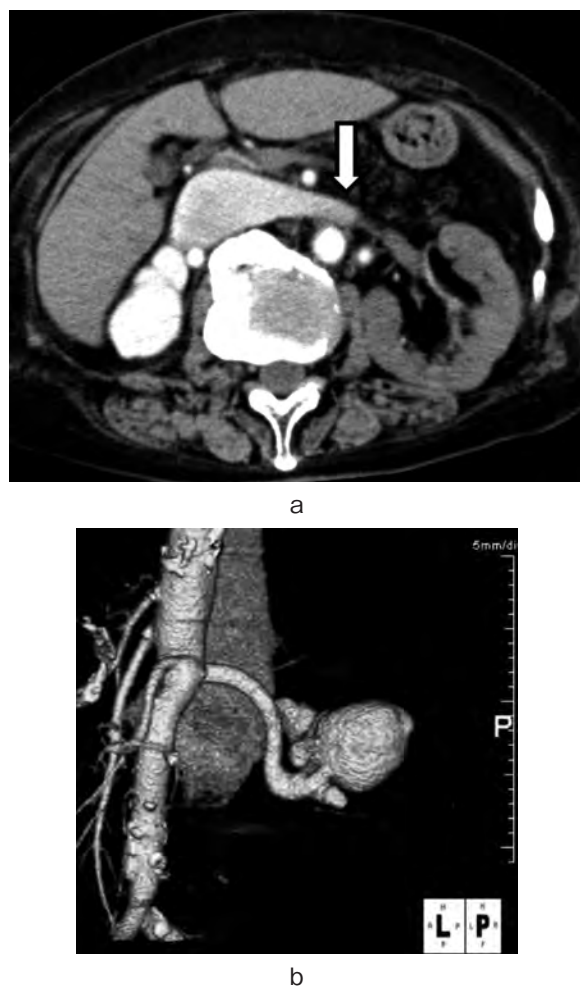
Dynamic CT image in early phase (a) and 3D-reconstructed image from posterior oblique view (b) show markedly dilated and tortuous vessel connected with the residual prominent right renal artery and the dilated inferior vena cava. Contrast medium flows backward to the left renal vein (arrow).
